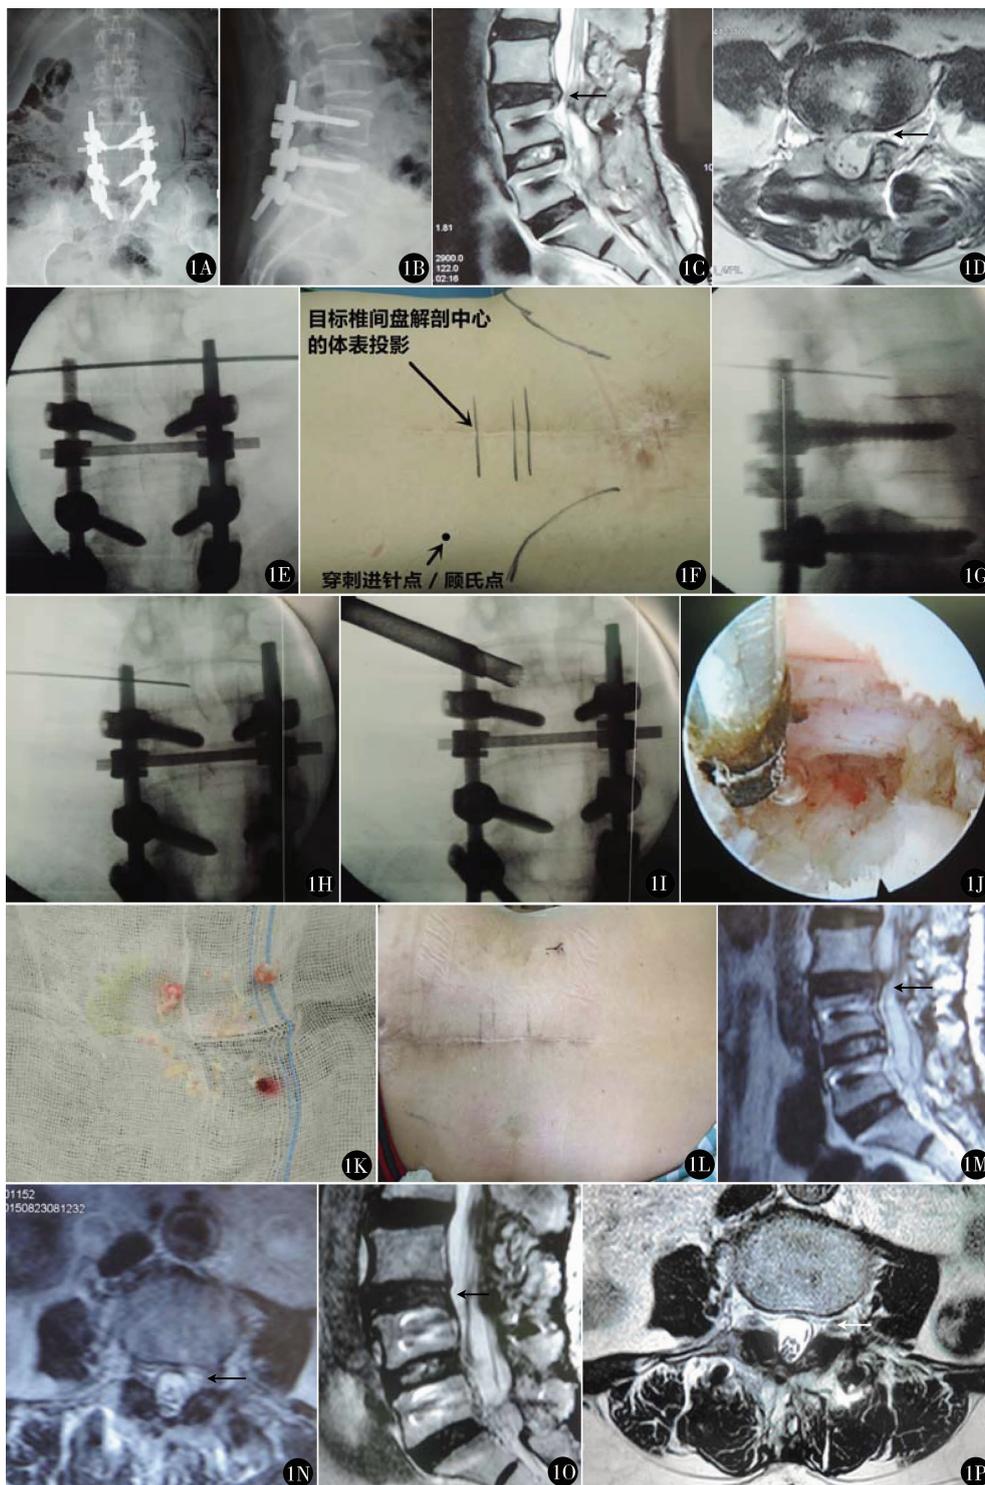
61岁,女, $L_{4/5}$ 、 $L_5/S_1$ 减压植骨融合内固定术后7年余,左下肢疼痛2个月,局麻下行PTES髓核摘除术。A、B.术前腰椎正侧位片,显示 $L_4 \sim S_1$ 内固定情况;C、D.术前腰椎矢状位和横断面MRI,提示腰椎融合的邻近节段 $L_{3/4}$ 椎间盘突出,压迫左侧神经根;E.确定 $L_{3/4}$ 椎间隙的正位透视图像;F.椎间盘解剖中心体表投影及进针点, $L_{3/4}$ 椎间隙定位线与正中线的交点即为椎间盘解剖中心的体表投影,穿刺进针点位于腰背部平面最外缘(平面转侧面的拐角处),命名为“顾氏点”;G.穿刺侧位透视图像,显示穿刺针头到达责任椎间隙后1/3;H.穿刺正位透视图像,显示穿刺针头已超过椎弓根内缘;I.扩孔时正位透视图像显示环锯深度已超过椎弓根内缘;J.摘除突出髓核后镜下可见左侧 $L_4$ 行走神经根;K.取出的髓核;L.手术切口长6mm;M、N.术后3周腰椎矢状位及横断面MRI,显示 $L_{3/4}$ 椎间盘突出较术前减小;O、P.术后2年腰椎矢状位及横断面MRI,显示 $L_{3/4}$ 椎间盘无突出
